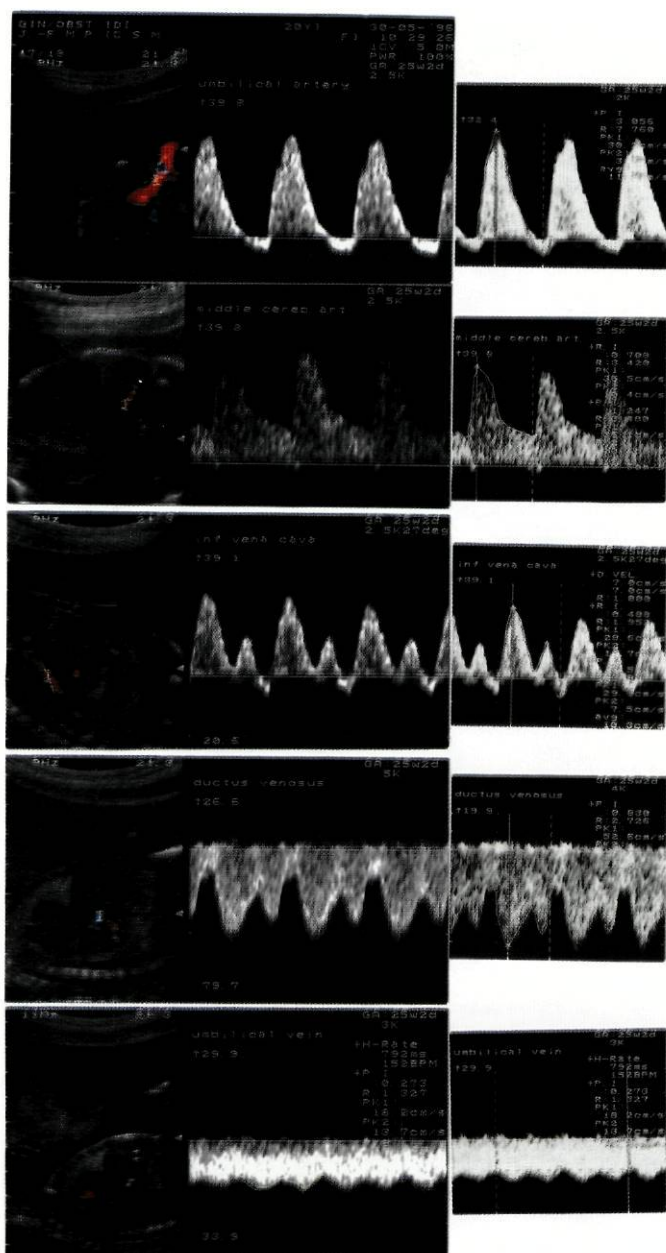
(Caso 6). Padrão das ondas de fluxo sanguíneo obtido por Doppler às 25 semanas na artéria umbilical (fluxo telediastólico invertido), artéria cerebral média (padrão de redistribuição), veia cava inferior (padrão normal), ducto venoso (padrão normal) e veia umbilical (pulsatilidade dicrótica).
